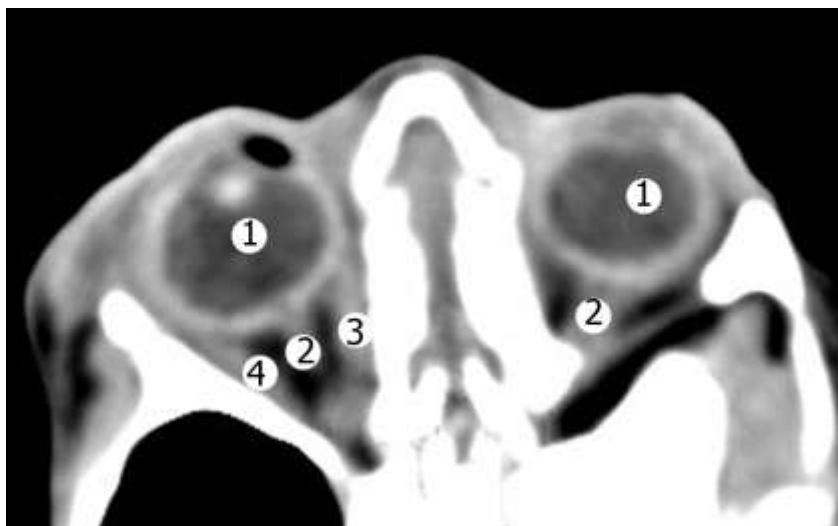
Рентгенівська комп'ютерна томограма плода 235,0 мм ТКД.
